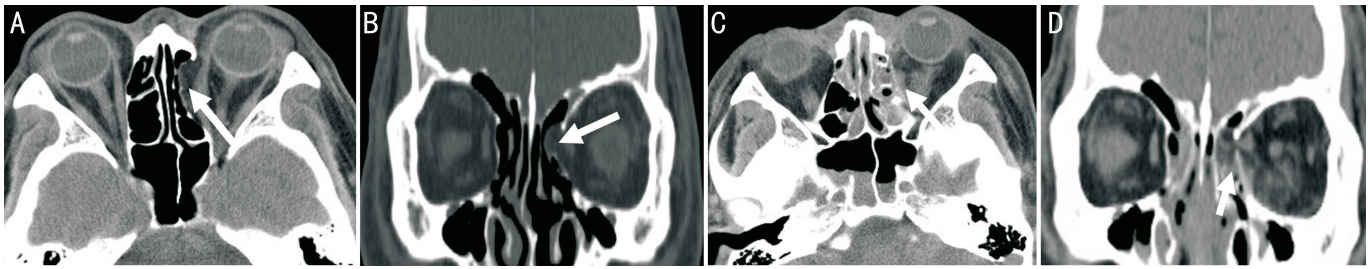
患者汪某,男,60岁,车祸伤,左眼眶内侧壁骨折,术前和术后1wk内CT检查结果 A:术前水平位;B:术前冠状位;C:术后水平位;D:术后冠状位。术后眼眶骨折较精确的修复,可吸收眶底板位置佳。术前左眼较对侧眼球凹陷3mm,术后左眼球凹陷矫正。A、B箭头所示为眼眶内侧壁骨折部位,C、D箭头所示为术后可吸收网板植入的位置。
